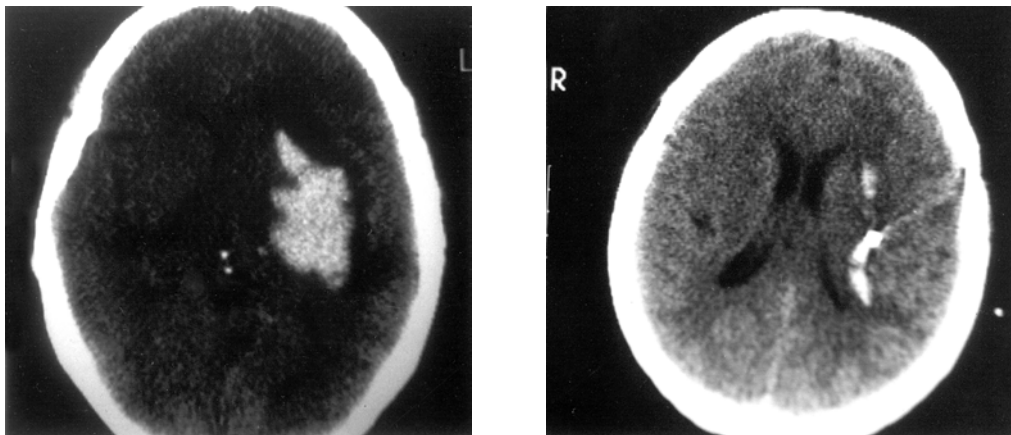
À esquerda, tomografia pré-operatória; à direita, controle após drenagem e injeção de rt-PA.
